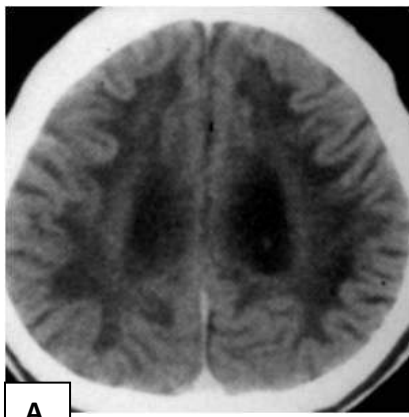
/ . En A et B TDM sans injection de produit de contraste iodé, notez les plages de signal hypodenses diffuses au sein de la substance blanche (flèches jaunes). En C, IRM coupe en pondération T2 montrant des plages de signal hyper intense de la substance blanche et juxta ventriculaire. En D coupes en pondération T1 après injection de gadolinium montrant une prise de contraste périphérique.
